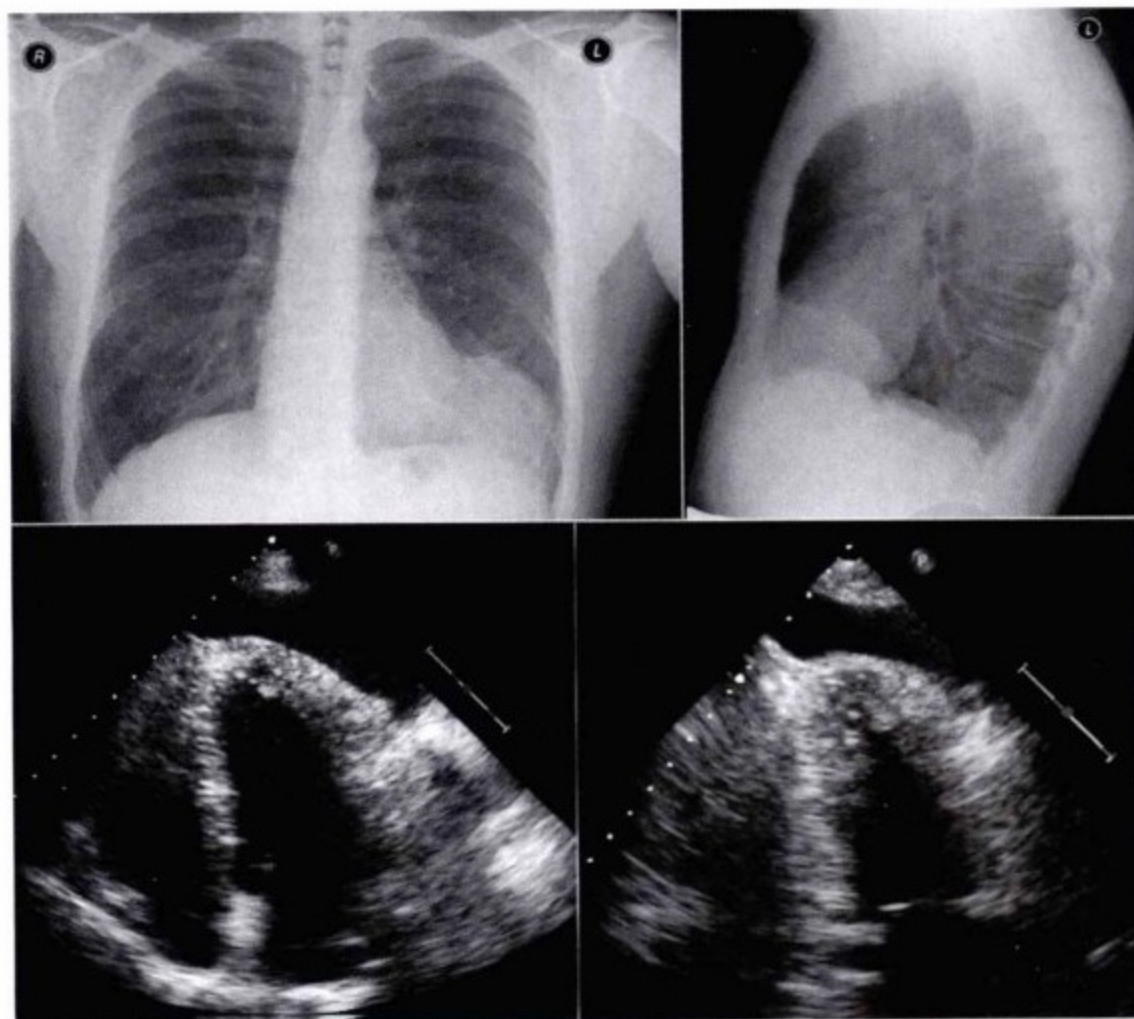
上图,胸片示左肋膈角圆形肿块影,无明确的胸腔积液;下图,经胸超声心动图心尖切面显示,透亮的、充满液体的空腔,位于心尖,并沿心尖侧壁走行。
